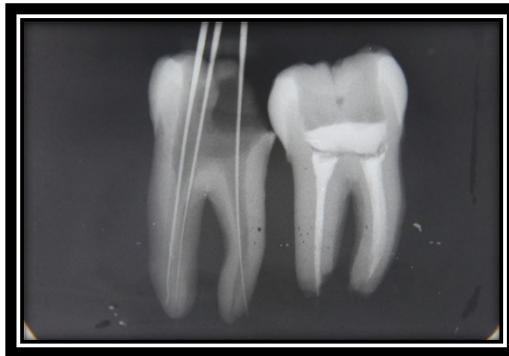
Transportación o Falsa vía. Órgano Dentario 36. Radiografía tomada durante el estudio.
